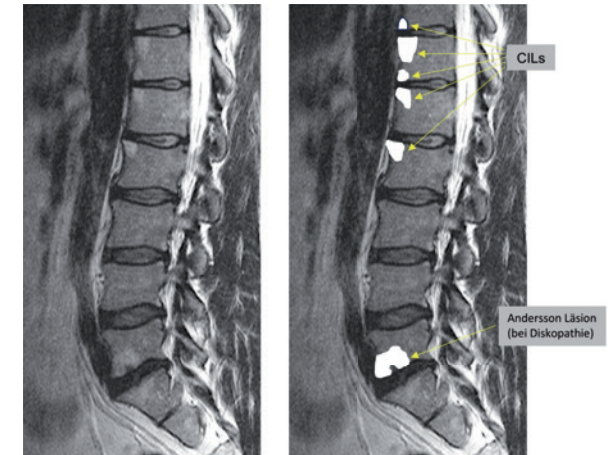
Typische Knochenmarks-läsionen mit sogenannten „corner inflammatory lesions (CILs)“ Th11-L2 bei axSpA mit T2-gewichteten Sequenzen im MRT der Wirbelsäule. Anderssonläsion bei L5 wahrscheinlich im Rahmen der fortgeschrittenen Diskopathie (Diskusprolaps) zu sehen und nicht Ausdruck einer entzündlichen Läsion bei axSpA.
